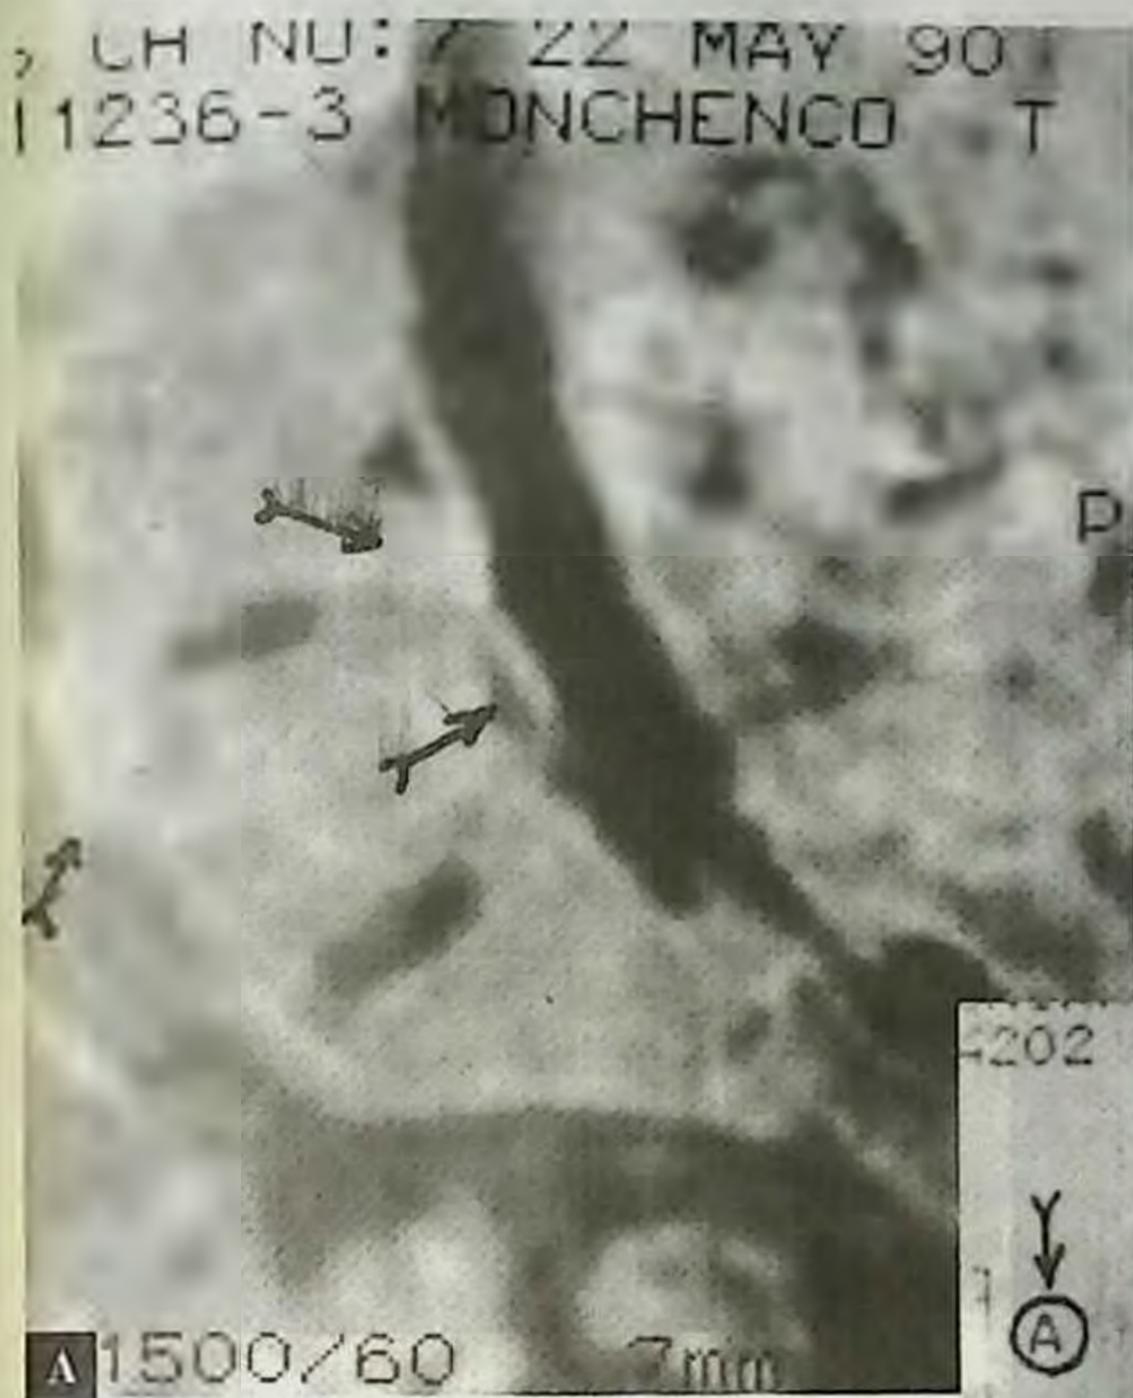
Ядерно-магнитно-резонантная томография (ЯМР) при исследовании позвоночника. А — видна деструкция L₁ с параоссальными контрастными разрастаниями. Больная М. 53 лет. Б — фистулография и ЯМР. Деструкция L₅; затек контраста в область межпозвонкового диска и к телу L₅ (В). Больной Ч. 46 лет.
